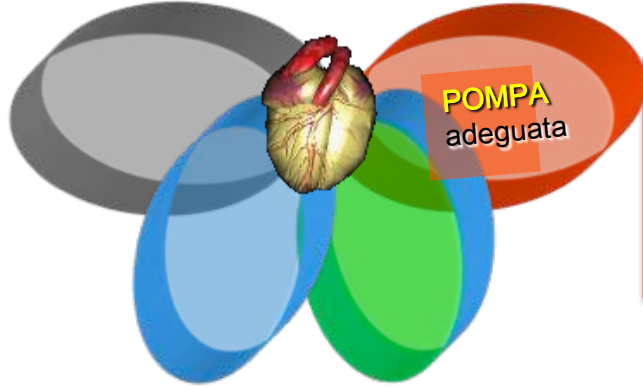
Rapid Ultrasound in Shock (RUSH) step 1. Evaluation of the pump.
